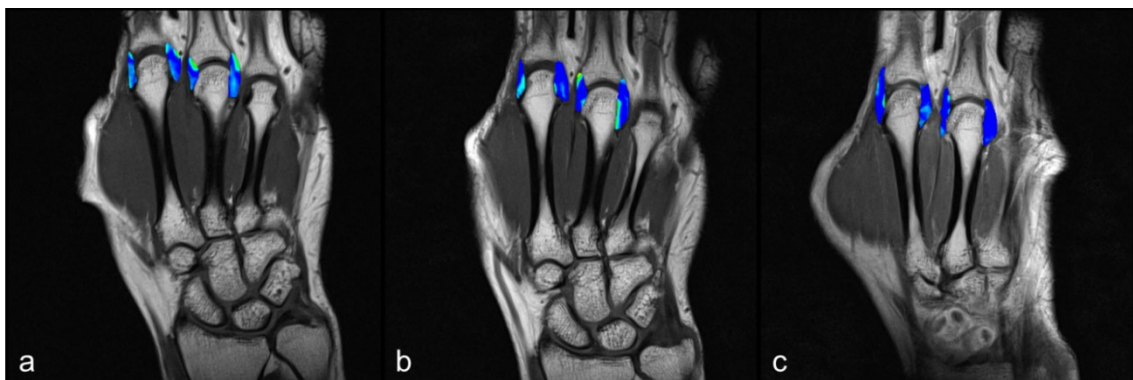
Bildbeispiel moderate Perfusion. Fusionierte Bilder aus nativen T1-Aufnahmen der Metacarpophalangealgelenke (MCP) II und III in koronarer Schnitfführung mit der farbkodierten Karte der dynamic contrast-enhanced Magnetresonanztomographie. Blau = niedrige Perfusion, grün = moderate Perfusion, gelb = erhöhte Perfusion und rot = sehr hohe Perfusion. Bild a ist der Ausgangsbefund vor Therapieeinleitung (V0). Die Bilder b und c zeigen die rückläufige Perfusion im MCP II und III bei dem Patienten mit initial geringer Perfusion nach drei (V3) und sechs Monaten (V6).
